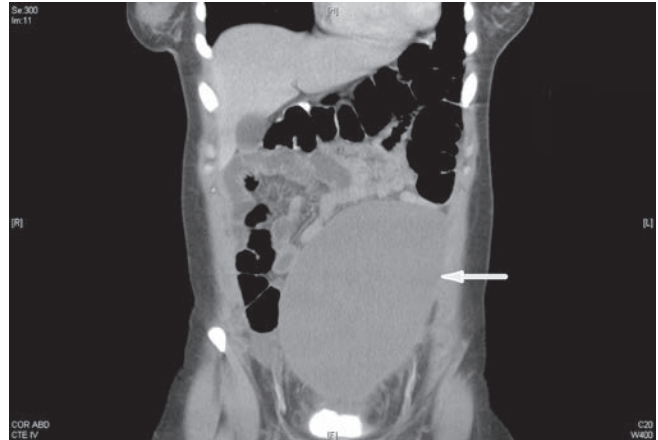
Imagen de tomografía computada abdominal coronal con contraste que muestra la esplenomegalia en el centro del abdomen y el hipocondrio izquierdo ocupado por el colon.
